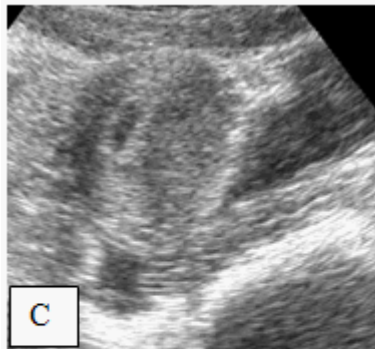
Imagen ultrasonográfica transvaginal que muestra útero aumentado de tamaño con pseudosaco gestacional en su interior.
